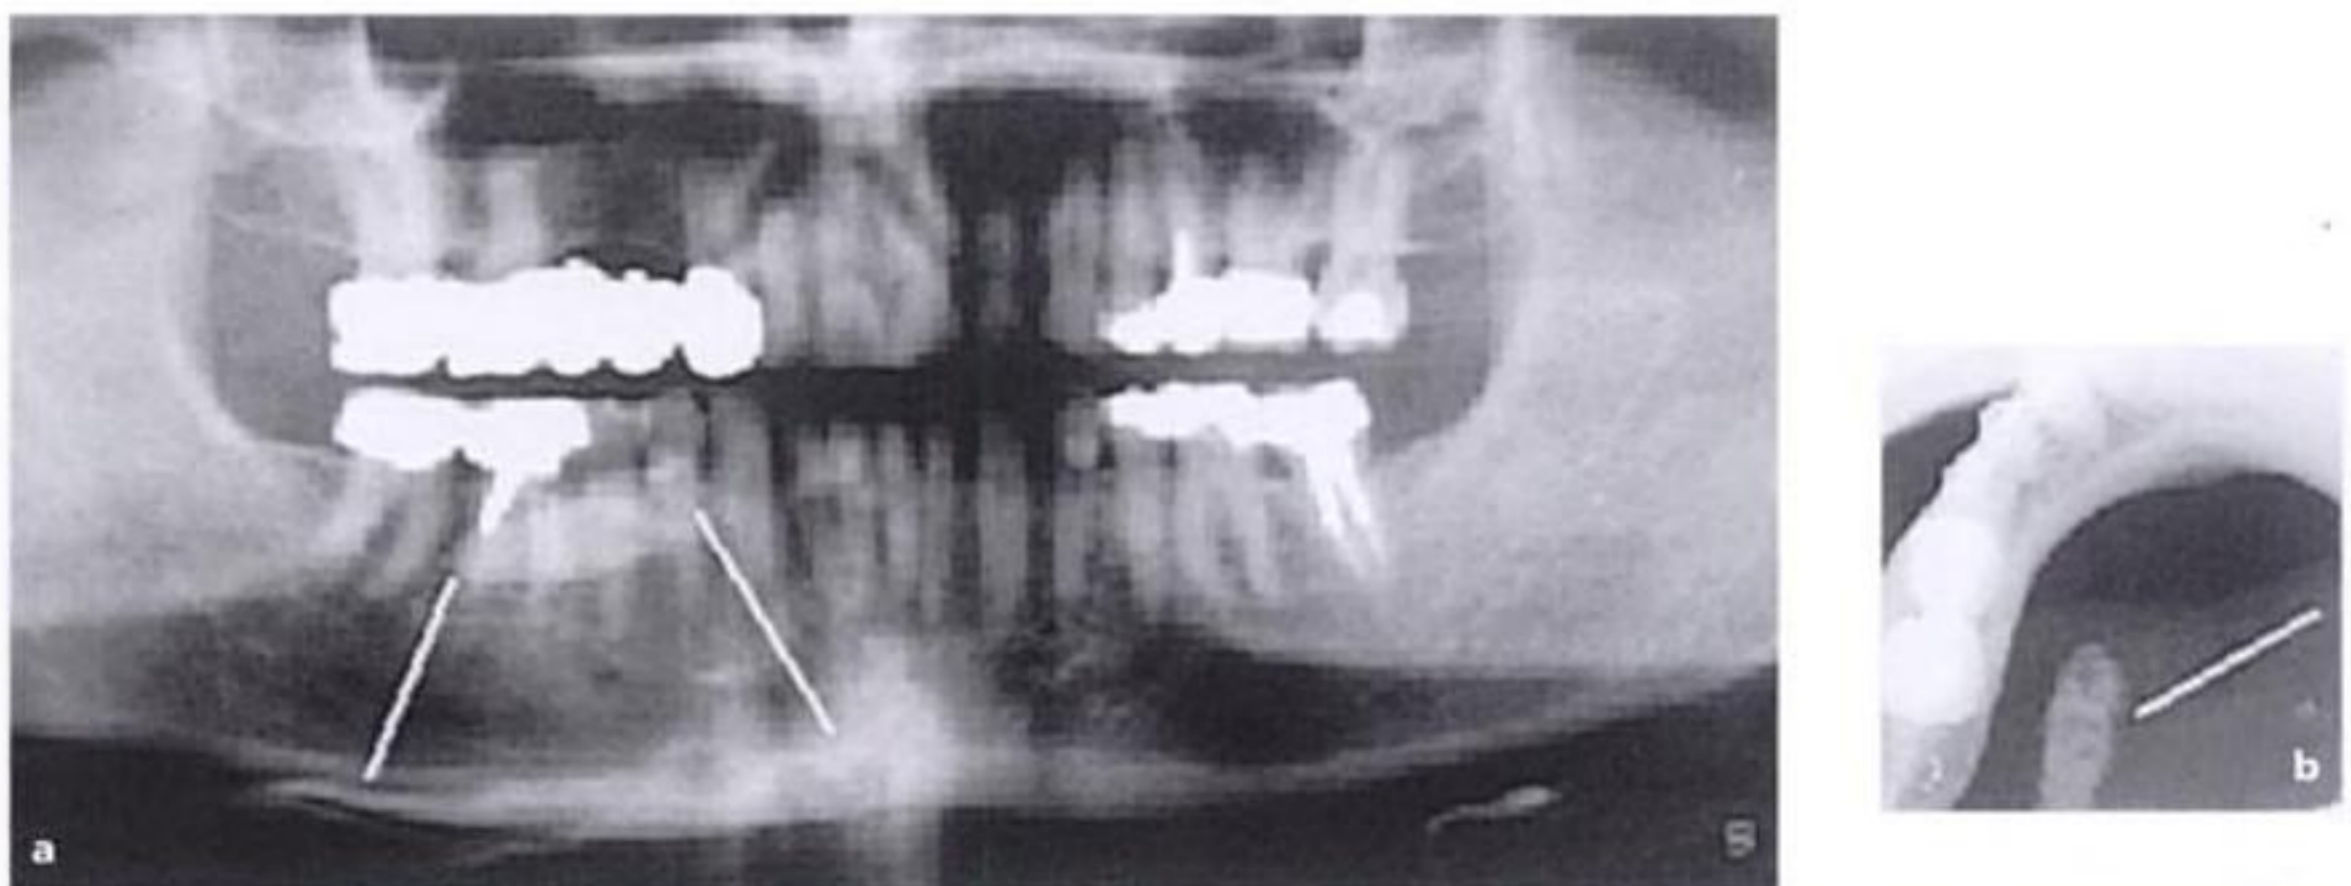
a) Radiografía panorámica dentaria con una imagen alargada radioopaca en la hemiarcada derecha mandibular. b) La radiografía oclusal evidencia un cálculo en el conducto de Wharton (v. línea blanca).
